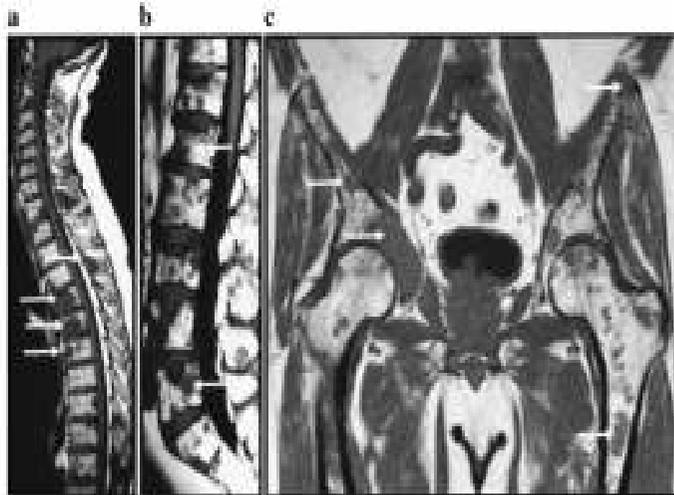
Sagittal T1-weighted magnetic resonance images of the thoracic (a) and lumbar spine (b), and coronal T1-weighted MR image of the pelvis (c) show multiple focal areas of marrow replacement representing metastases (arrows show several examples); their signal intensity is much lower (darker) than that of adjacent normal bone marrow.
